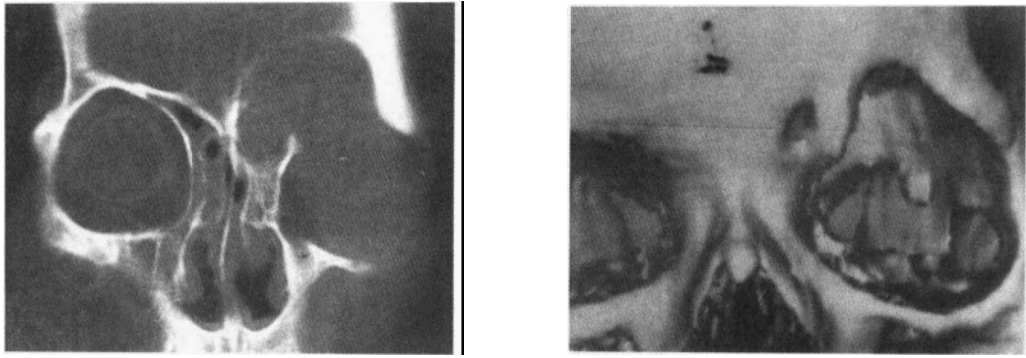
c~f 鼻窦粘液囊肿的 CT 表现
